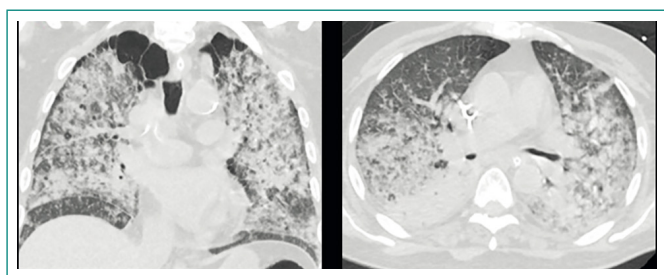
TC de tórax y abdomen. Presenta opacidades intersticioalveolares bilaterales con áreas consolidativas, a predominio en áreas de decúbito con discreta preservación de las regiones subpleurales
